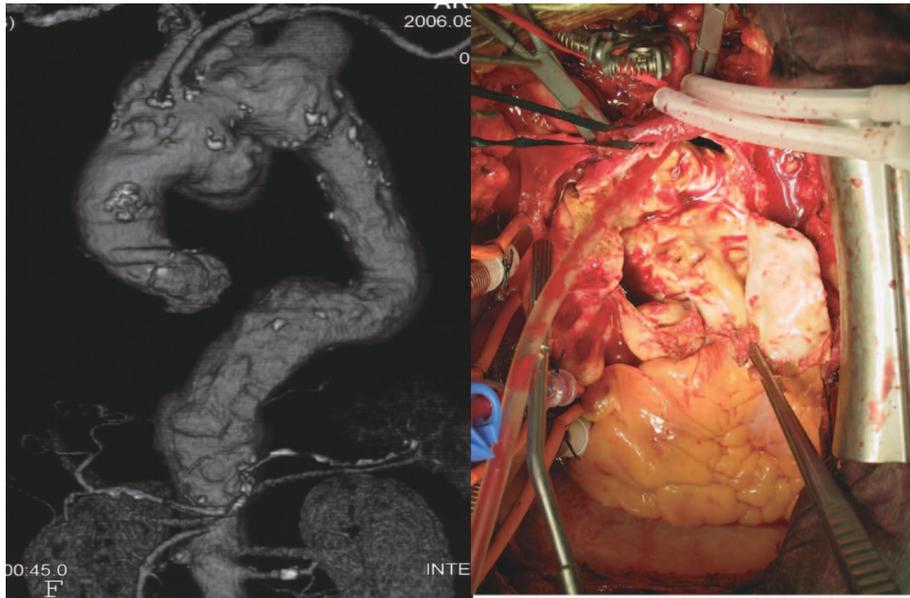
重症の粥状硬化性病変を含んだ弓部大動脈瘤症例の術前CTと術中所見
